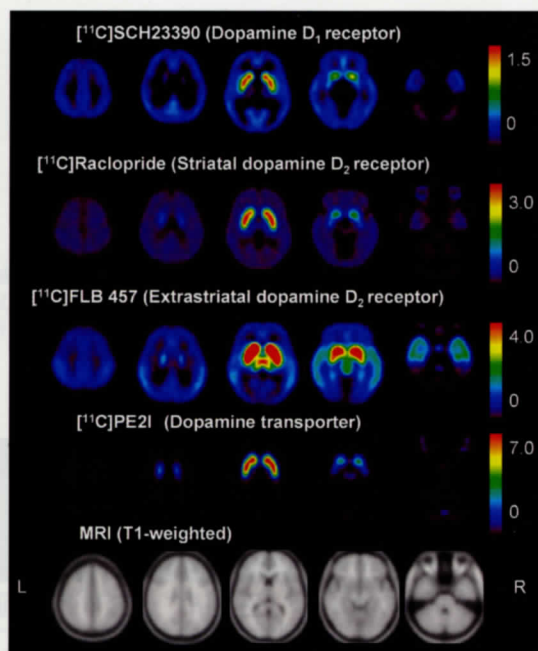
ドーパミン PET イメージングの例: 10 名の若年健常者の受容体結合能の平均画像 (データ提供: 独) 放射線医学総合研究所 伊藤浩先生)。
